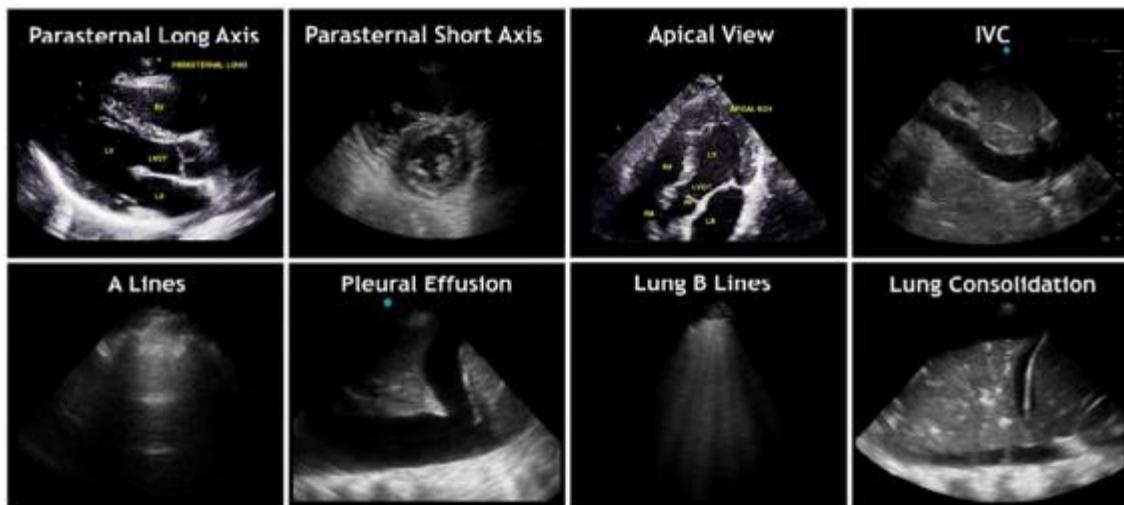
COVID-19 感染の疑いまたは確定した患者における ASE POCUS プロトコルで撮像する断面。 ASE が改変した POCUS プロトコルには、基本的な心臓の断面、IVC および心膜液貯留を観察する心窩部アプローチの断面、肺エコーが含まれる。POCUS の適応がある場合、このプロトコルは、COVID-19 感染患者における心肺機能の初期評価に役立つ。IVC、下大静脈。
